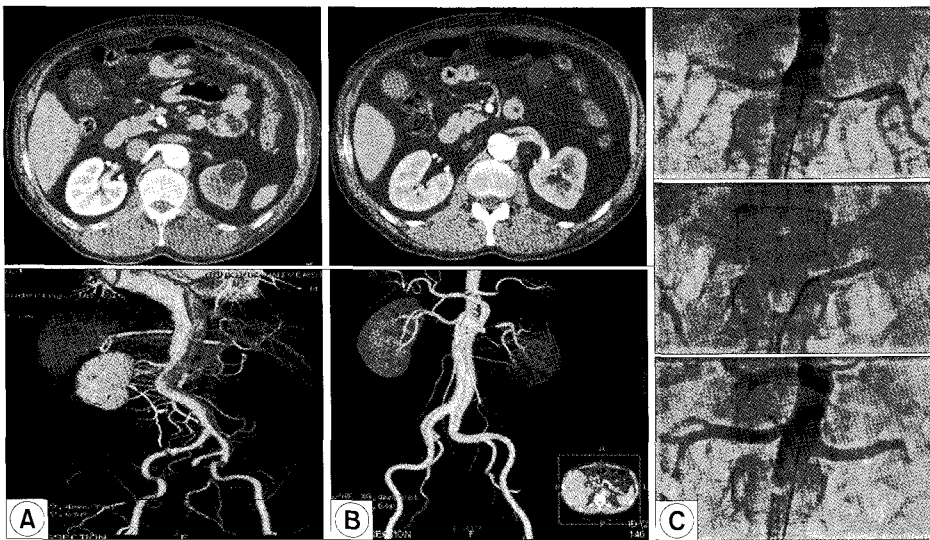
Serial CT and renal angiography of case 2. (A) Preoperative CT scan shows the initiation of left renal artery from false lumen and left kidney was not enhanced. (B) postoperative CT scan shows partial obstruction of initiation of left renal artery caused by false lumen expansion. Left renal artery and kidney was slightly enhanced. (C) Renal angiography shows good patency after renal artery stent insertion.
